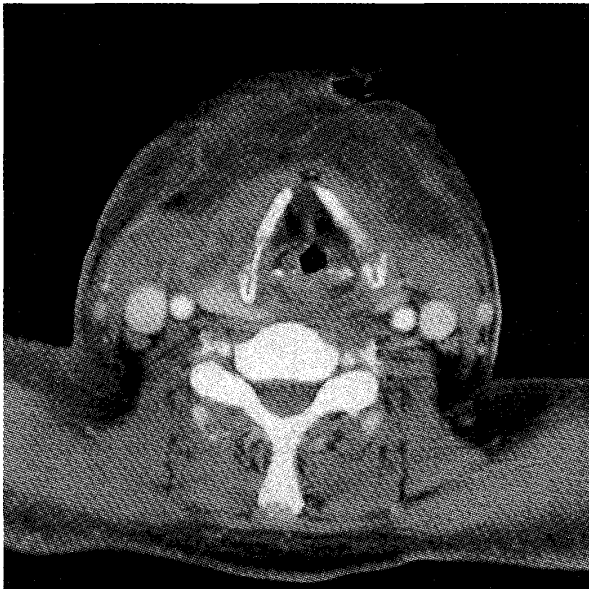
Postcontrast axial CT of the lower neck. Multiple abscesses were present at the anterior neck and retropharyngeal space.
